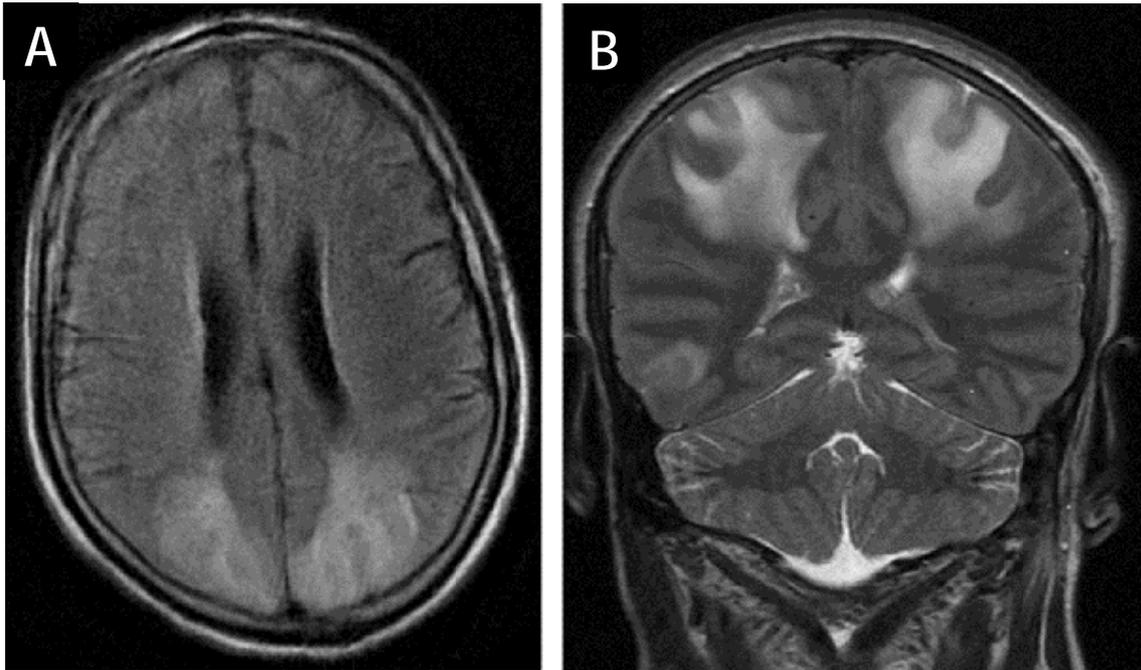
IRM cérébrale séquence Flair montrant des lésions hyper signales occipitales bilatérales. A) coupe axiale B) coupe coronale.
